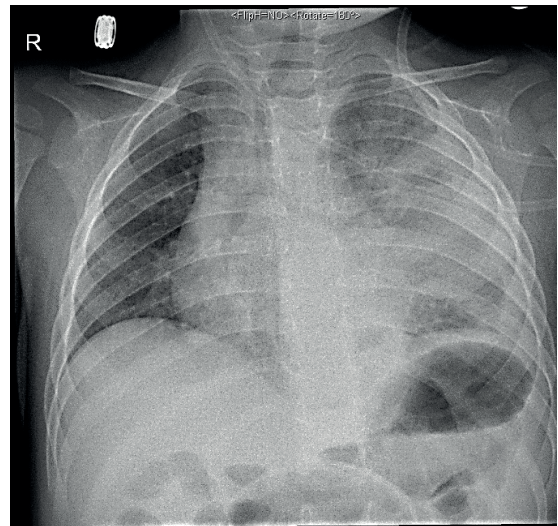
Radiografía de tórax (derrame pleural)
